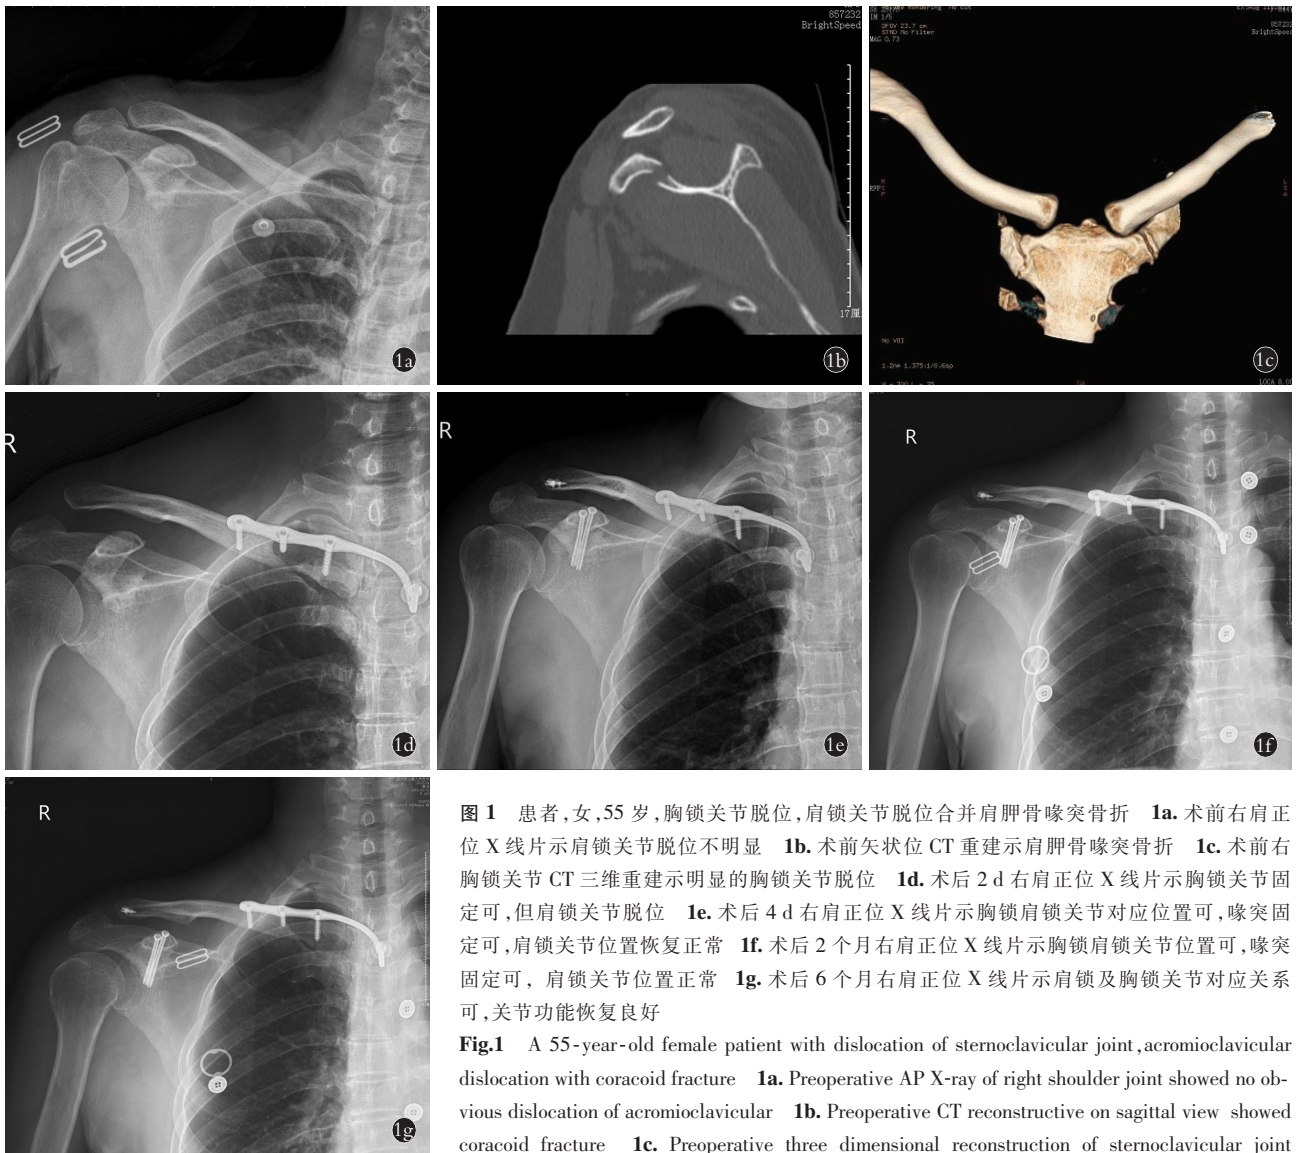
患者,女,55 岁,胸锁关节脱位,肩锁关节脱位合并肩胛骨喙突骨折 1a. 术前右肩正位 X 线片示肩锁关节脱位不明显 1b. 术前矢状位 CT 重建示肩胛骨喙突骨折 1c. 术前右胸锁关节 CT 三维重建示明显的胸锁关节脱位 1d. 术后 2 d 右肩正位 X 线片示胸锁关节固定可,但肩锁关节脱位 1e. 术后 4 d 右肩正位 X 线片示胸锁肩锁关节对应位置可,喙突固定可,肩锁关节位置恢复正常 1f. 术后 2 个月右肩正位 X 线片示胸锁肩锁关节位置可,喙突固定可,肩锁关节位置正常 1g. 术后 6 个月右肩正位 X 线片示肩锁及胸锁关节对应关系可,关节功能恢复良好
